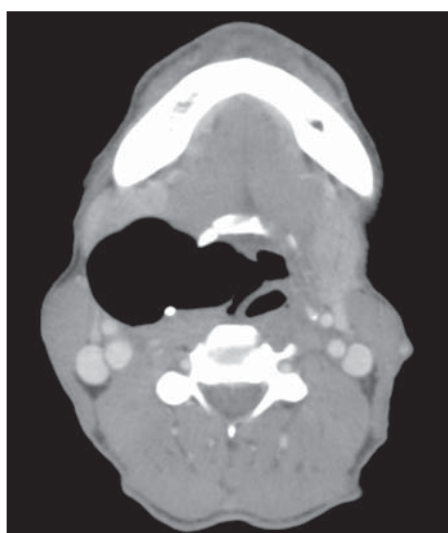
Imagens de tomografia computadorizada com multidetectores no plano axial (A) e reconstrução coronal (B) demonstram formação sacular com conteúdo gasoso em comunicação com a via aérea. Reconstrução tridimensional com técnica *volume rendering* (C) evidencia a laringocele e sua relação com a via aérea.
